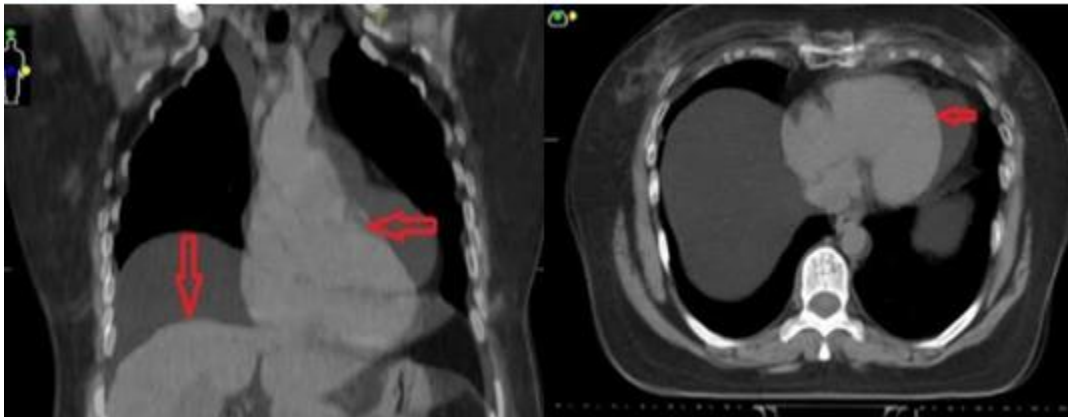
Fusión TC FB y TC CPAP de una de las pacientes de Fase la 1
